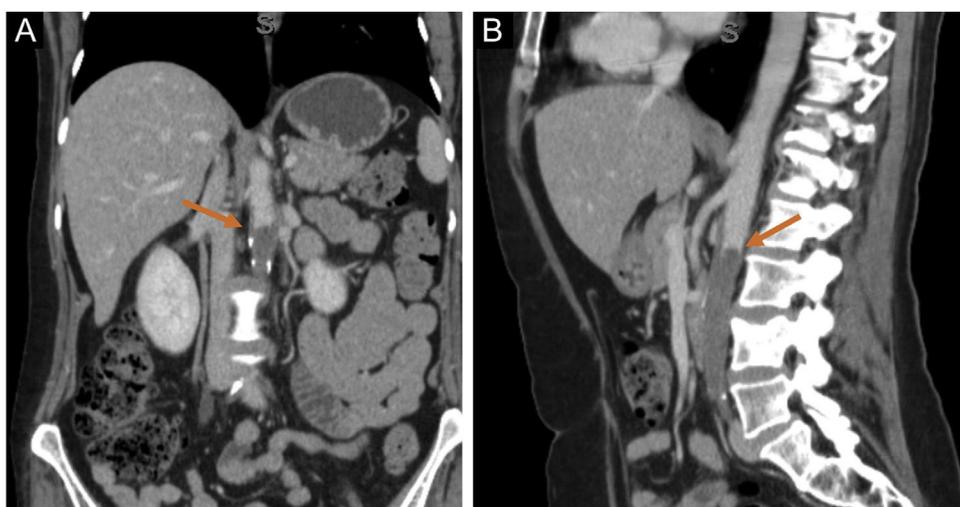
Tomografia computadorizada mostrando oclusão completa da aorta abdominal descendente (setas). Imagens coronais (A) e sagitais (B).
